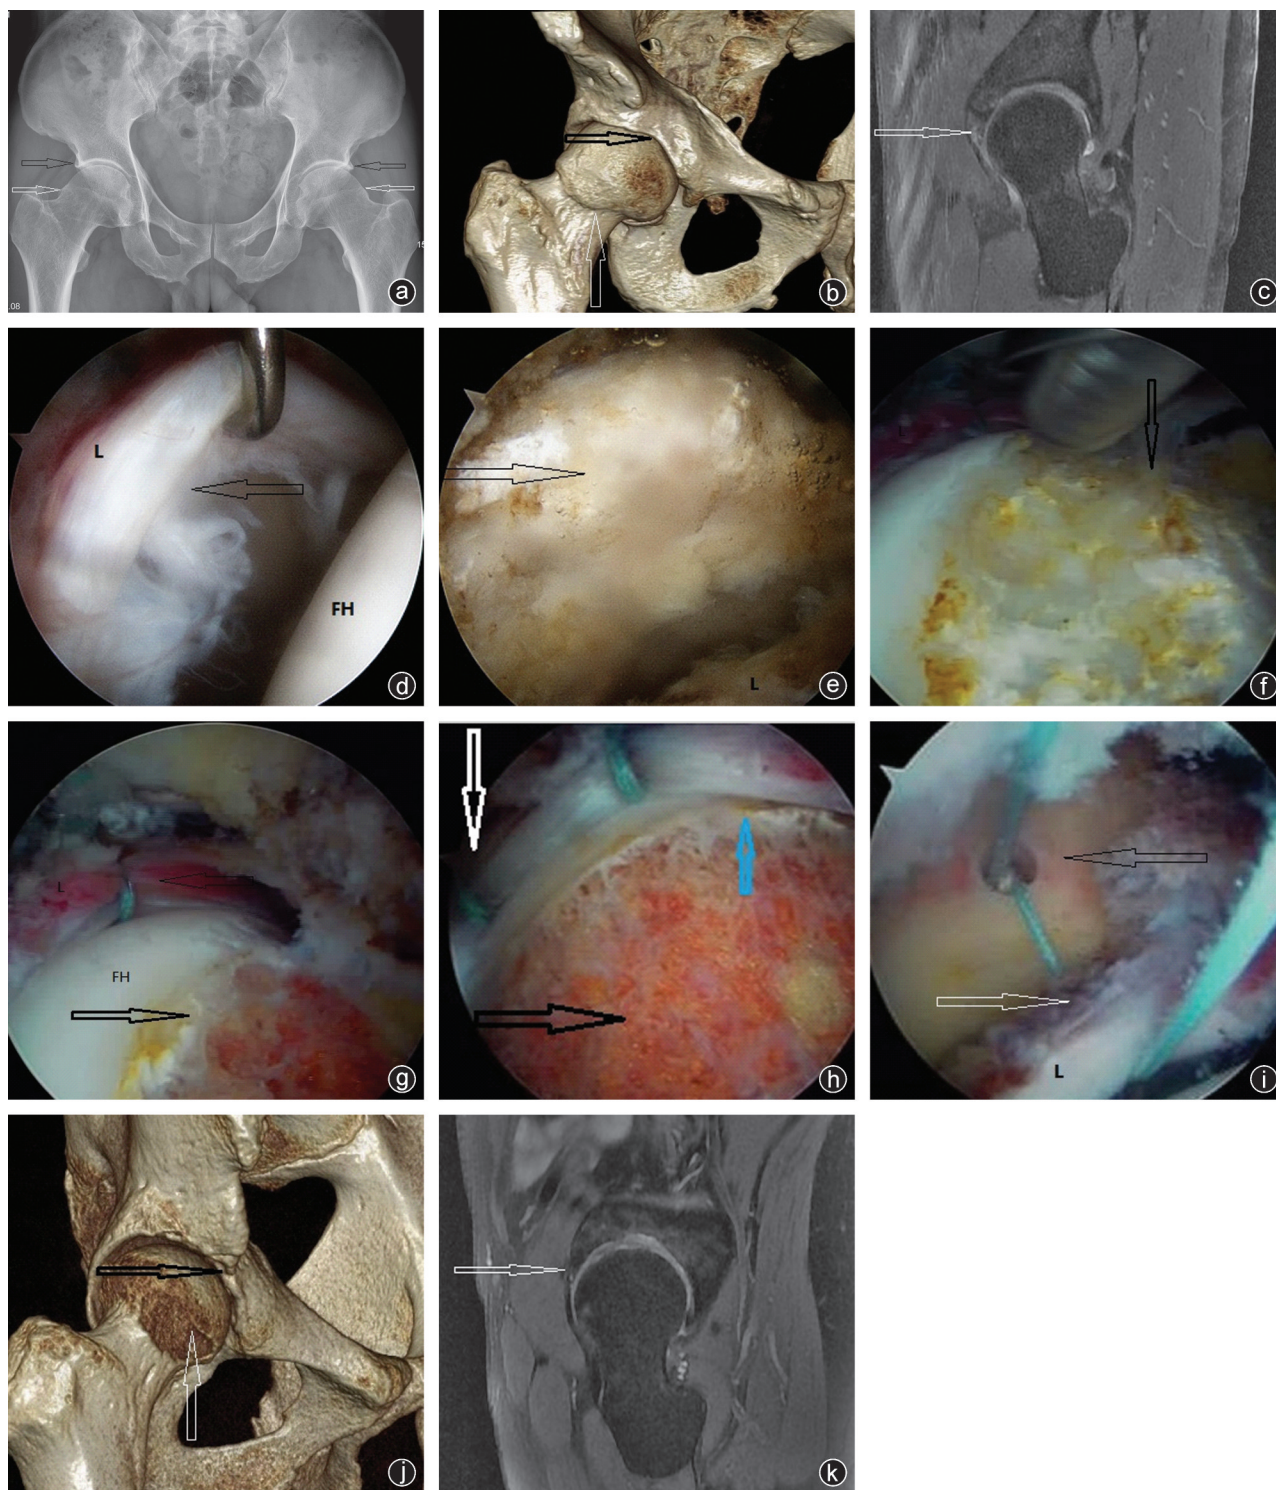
病人,男,35岁,反复右髋活动后疼痛11个月,休息能缓解,活动后及久坐起立时疼痛,规律保守治疗6个月无效 a:术前X线片示巨大Cam畸形(白箭头)、Pincer畸形(黑箭头);b:术前CT三维示Cam畸形(白箭头)、Pincer畸形(黑箭头);c:术前MRI示盂唇混杂信号、撕裂(白箭头);d:术中镜下探查盂唇撕裂(黑箭头),FH即股骨头(femoral head),L即盂唇(labrum);e:镜下显示髋臼Pincer畸形增生骨赘(黑箭头),盂唇已从髋臼缘剥下;f:术中显露Cam畸形撞击部位及范围(黑箭头);g:术中盂唇捆扎缝合术后(细黑箭头),Cam畸形成形(粗黑箭头);h:髋臼盂唇捆扎缝合术后(白箭头)和Cam畸形成形术后(黑箭头)及盂唇顺利滑过股骨头颈结合区(蓝箭头);i:盂唇缝合过程中在髋臼缘骨质上置入带线锚钉(黑箭头),缝线捆扎缝合盂唇的步骤(白箭头);j:术后CT三维示Cam畸形成形后(白箭头)、Pincer畸形成形并盂唇缝合后(黑箭头);k:术后12个月复诊,病人无症状,MRI显示盂唇有异常信号(白箭头)
